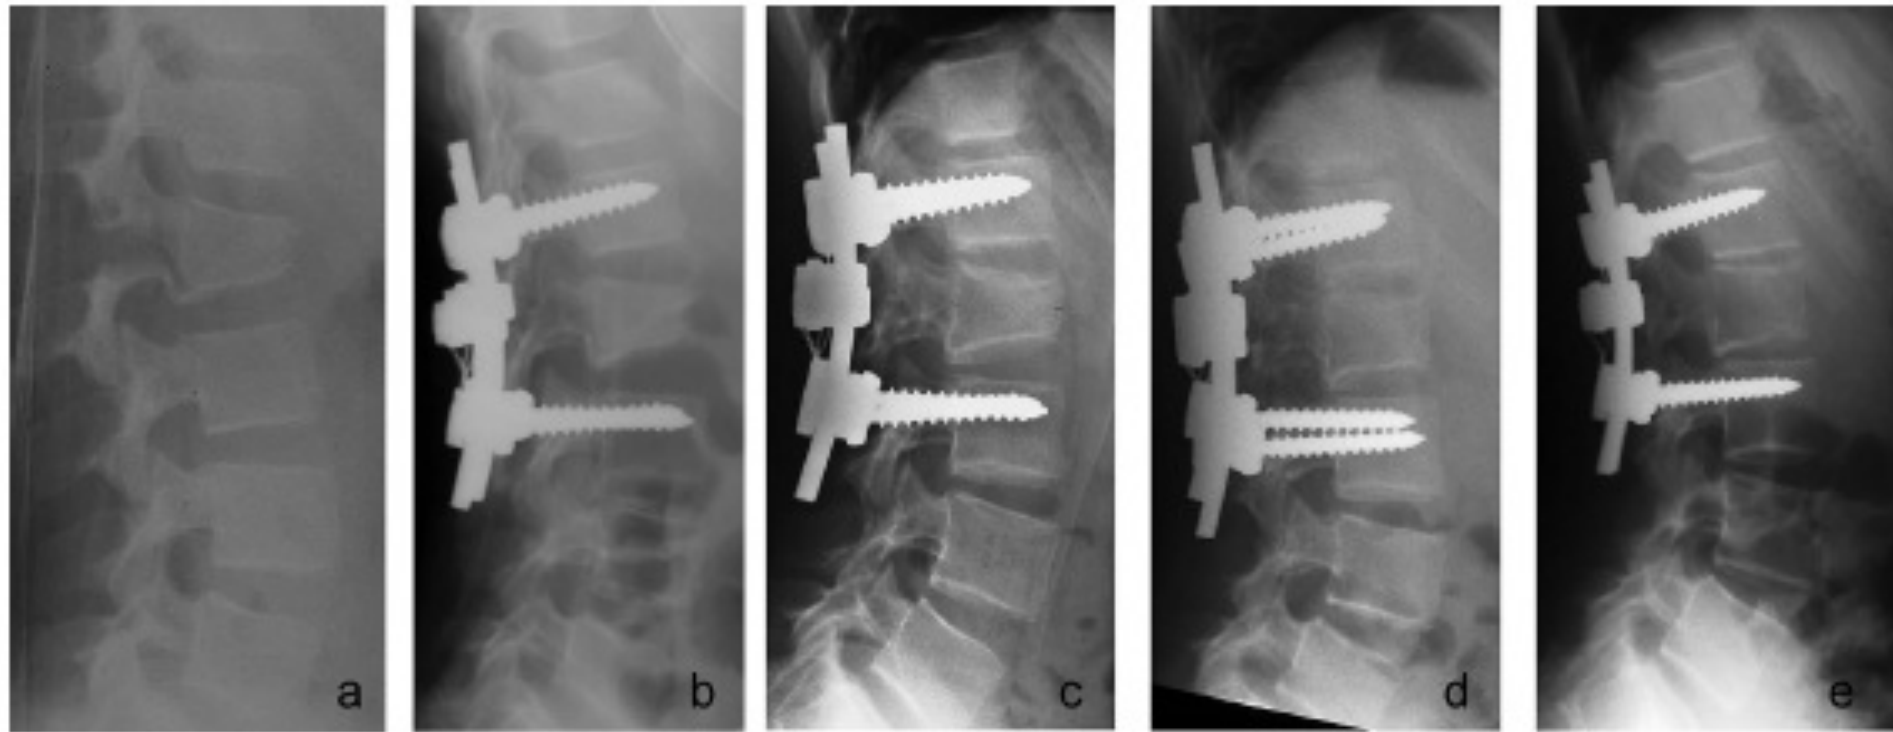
Radiograph presentation of 1 patient in the operative group that underwent intravertebral kyphosis remodeling: a, presentation at tertiary trauma center; b, immediate postoperative; c, 7 months postoperative; d, 19 months postoperative; and e, 3.5 years postoperative.
